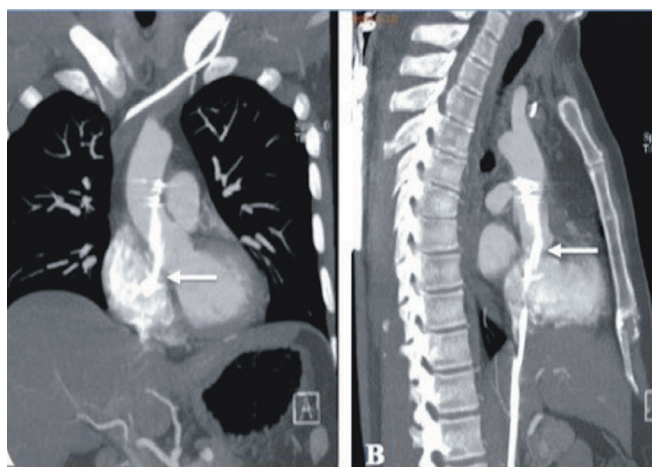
(A) Reconstrucción coronal y (B) Reconstrucción sagital de tomografía contrastada de tórax donde se observa la lesión producida por el catéter de ablación (Flecha).
